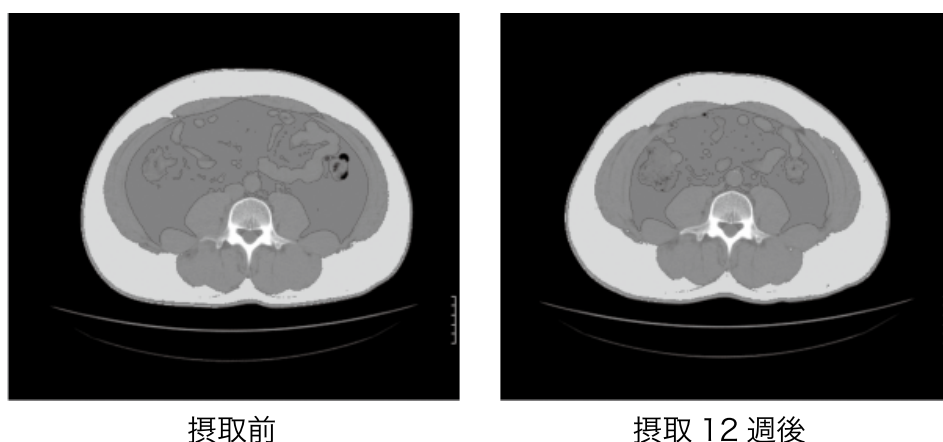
顕著に腹部脂肪面積が低下した ID9133 (試験品群) の CT スキャン画像
